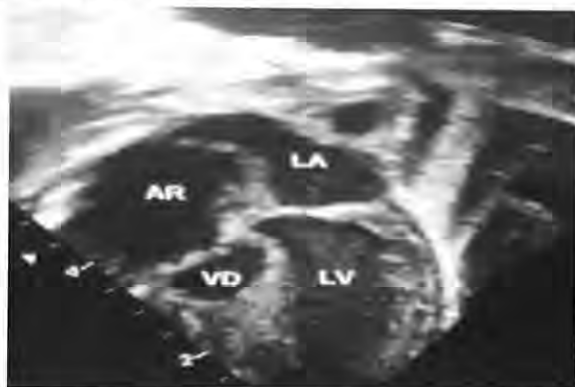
Ecocardiografía Postnatal muestra hipoplasia de ventrículo derecho (VD) y se evidencia la correlación con los hallazgos prenatales.
